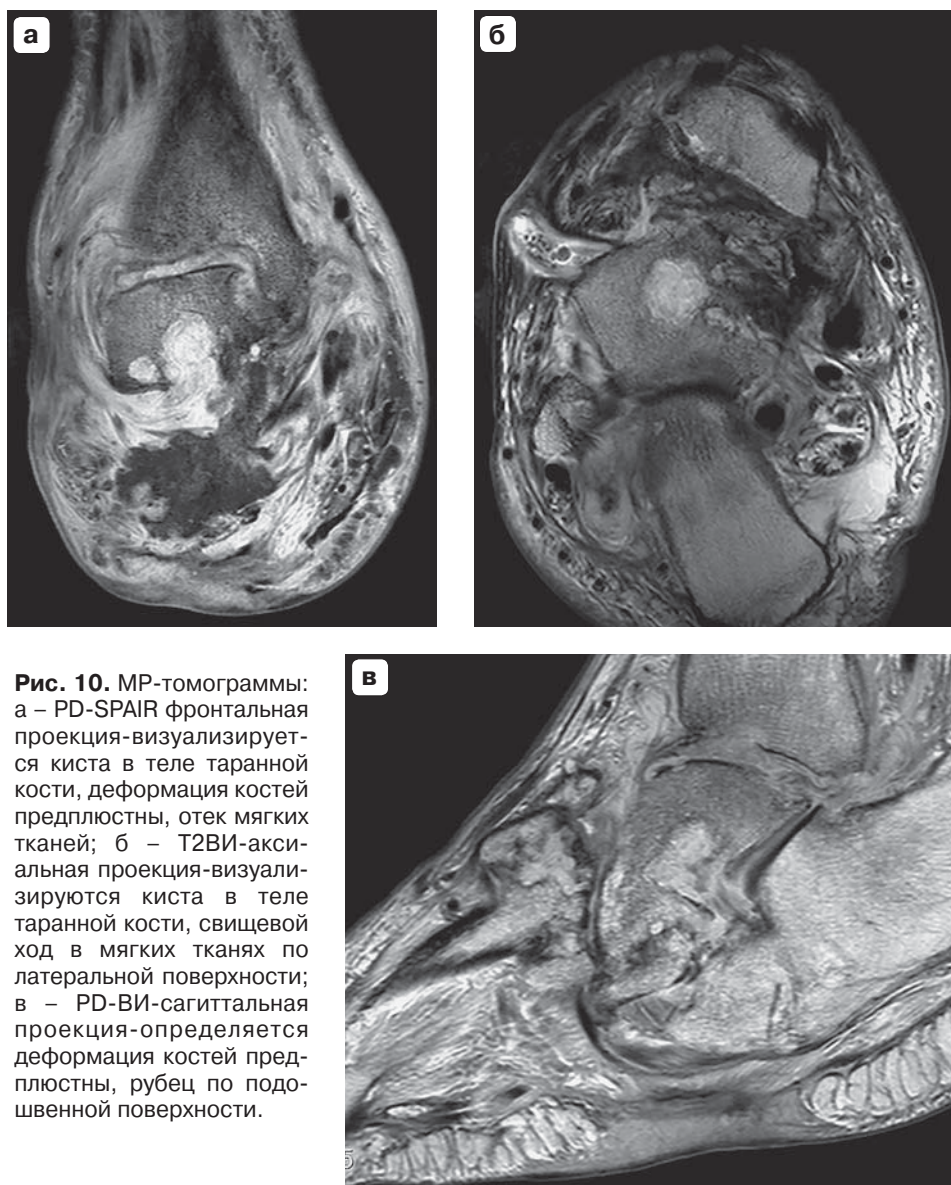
МР-томограммы: а – PD-SPAIR фронтальная проекция-визуализируется киста в теле таранной кости, деформация костей предплюсны, отек мягких тканей; б – T2ВИ-аксиальная проекция-визуализируются киста в теле таранной кости, свищевой ход в мягких тканях по латеральной поверхности; в – PD-ВИ-сагиттальная проекция-определяется деформация костей предплюсны, рубец по подошвенной поверхности.
